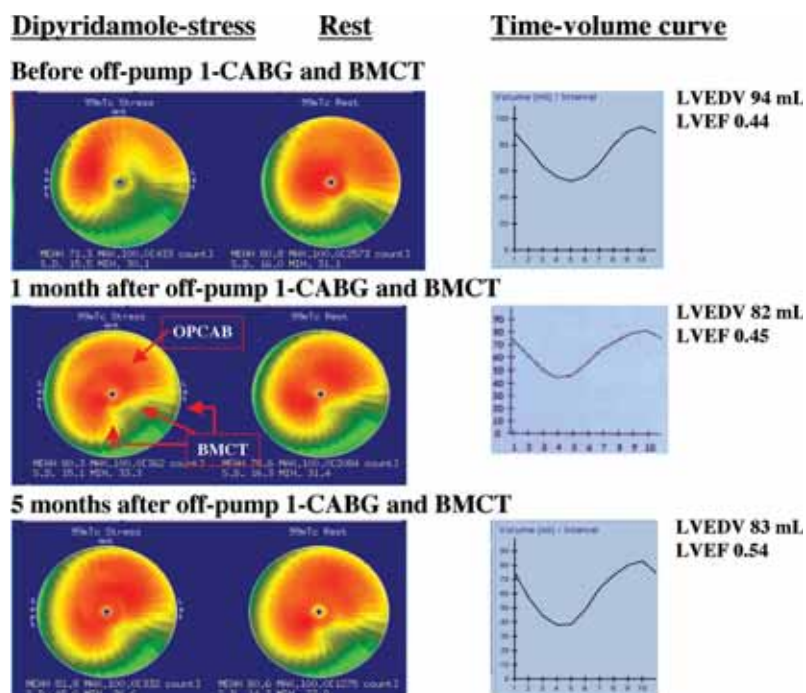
Scintigraphic assessment of representative case (case 2). Polar maps on myocardial ^{99m}Tc -perfusion SPECT during dipyridamole-stress and at rest, and time-volume curve (volume [mL]/interval) on QGS (from left to right) before and 1 and 5 months after OPCAB and BMCT. Compared with before, after OPCAB and BMCT, myocardial perfusion at dipyridamole-stress was ameliorated in posterolateral wall (BMCT site) and anterolateral wall (OPCAB site), although myocardial perfusion at rest was unchanged. LVEF increased 5 months after compared with before OPCAB and BMCT. LVEDV: LV end-diastolic volume.
